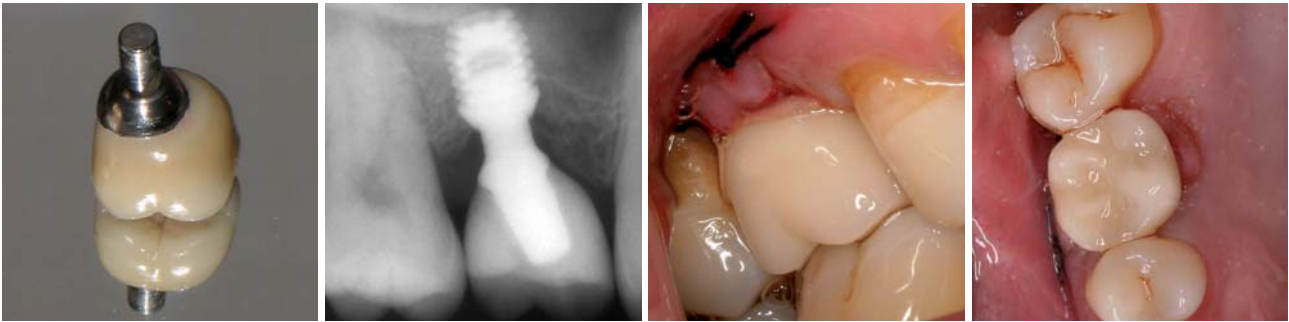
IAC – Integrierte Abutmentkrone, schrauben-, zement- und spaltfreie Restauration aus hochwertigem, biokompatiblen Kunststoff. – Abb. 13: Röntgenkontrollaufnahme der fertigen Versorgung; hierbei wird auch der korrekte Sitz des Abutmentschaftes im Implantatschaft erneut überprüft. – Abb. 14: Eingegliederte integrierte Abutmentkrone und Nahtverschluss. – Abb. 15: Nahtentfernung zwei Tage nach Eingliederung und Kontrolle der Restauration.
